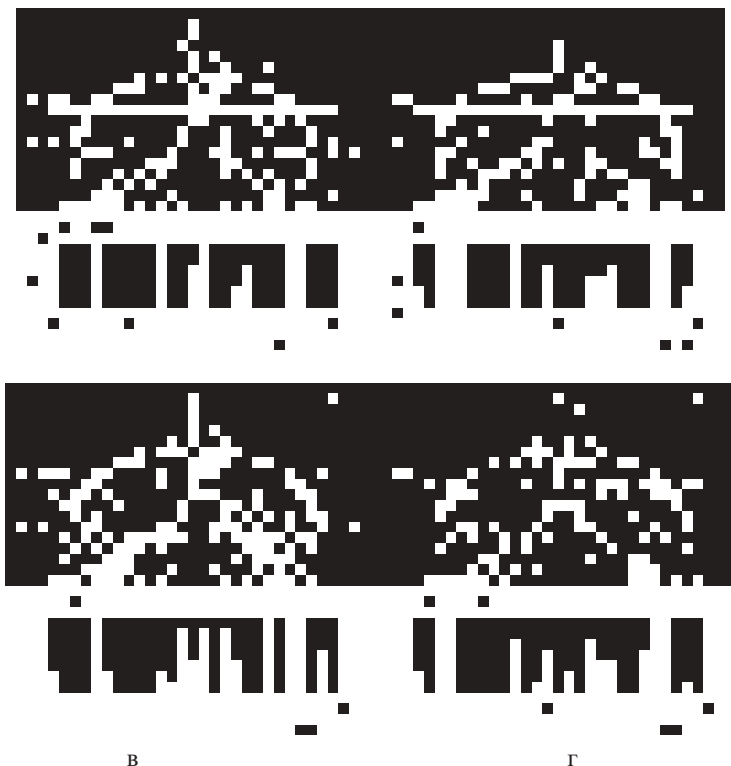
Томографічні зображення з позначеними профілями інтенсивності $I(I(n_p))$, наведеними в нижній частині рисунка: для медіанної фільтрації з апертурою вікна $p = 1$ (а) і $p = 2$ (б); в - для Гаусової фільтрації з маскою A_4 ; г - для усереднюючої фільтрації з маскою A_2
